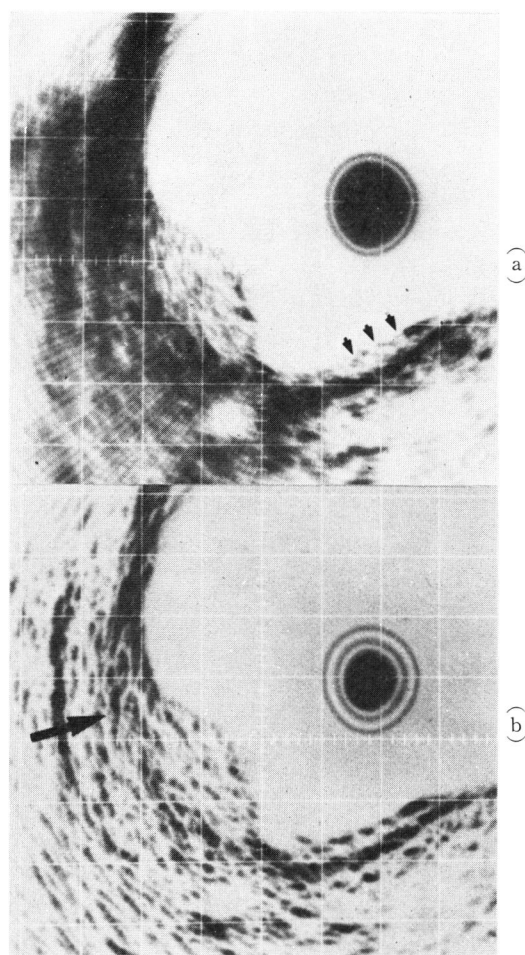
(a). 深部浸潤性腫瘍の超音波断層像
